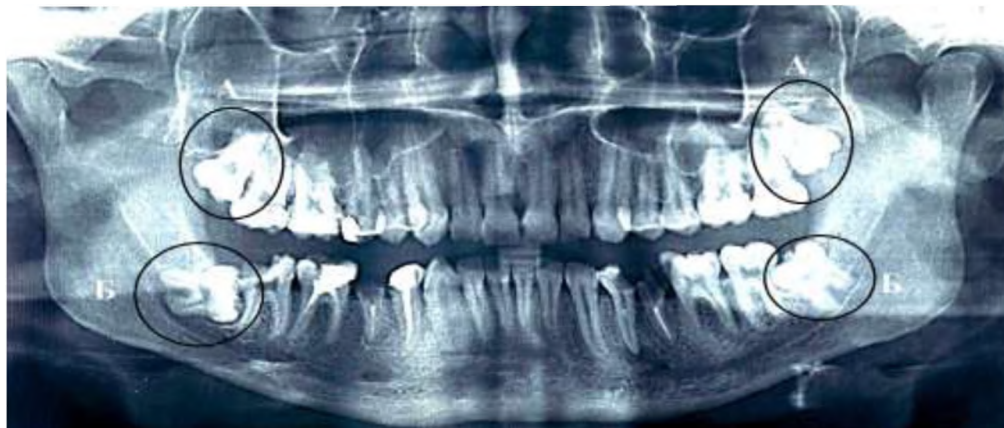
Ортопантомограма зубощелепної системи чоловіка, 26-ти років
